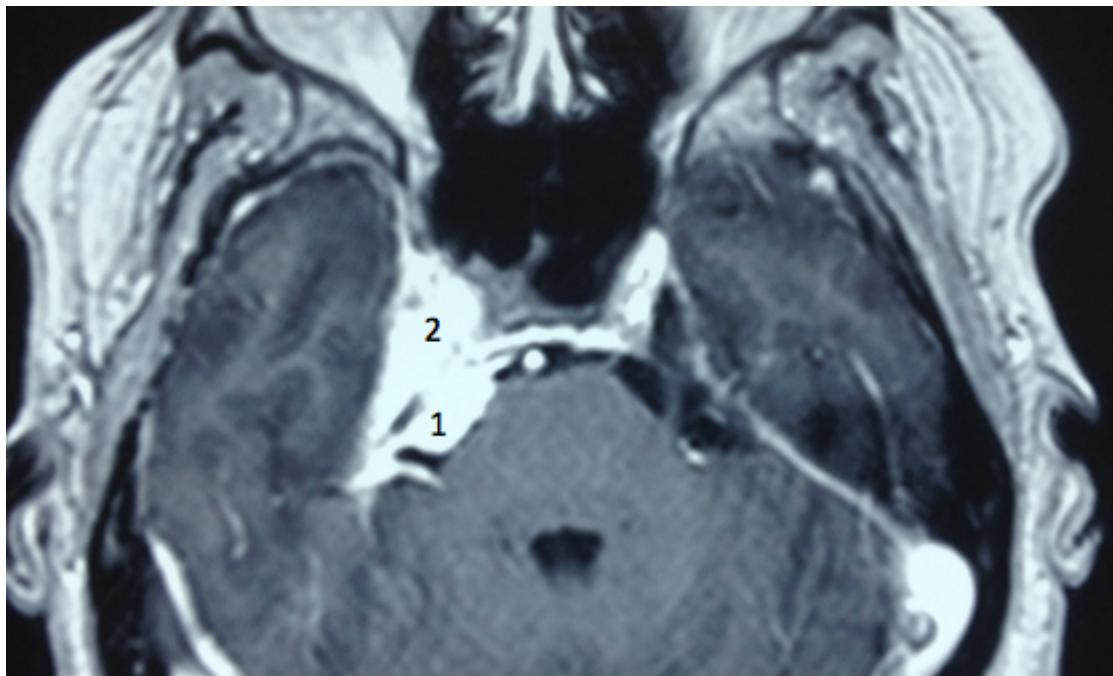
Axial gadolinium-enhanced T1-weighted MRI showing a sphenopetroclival meningioma. A 48-year-old female patient presented with refractory trigeminal neuropathic pain for 4 months. After partial resection of the petroclival portion of the tumor, her pain improved and the patient remained with persistent hypoesthesia. After 2 years, the tumor grew and she was treated with radiosurgery, without development of trigeminal neuropathy.
